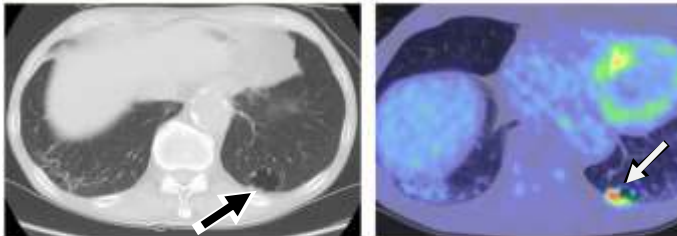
ブラ内腫瘍(別スライス) 図 3b, 同 PET 像
